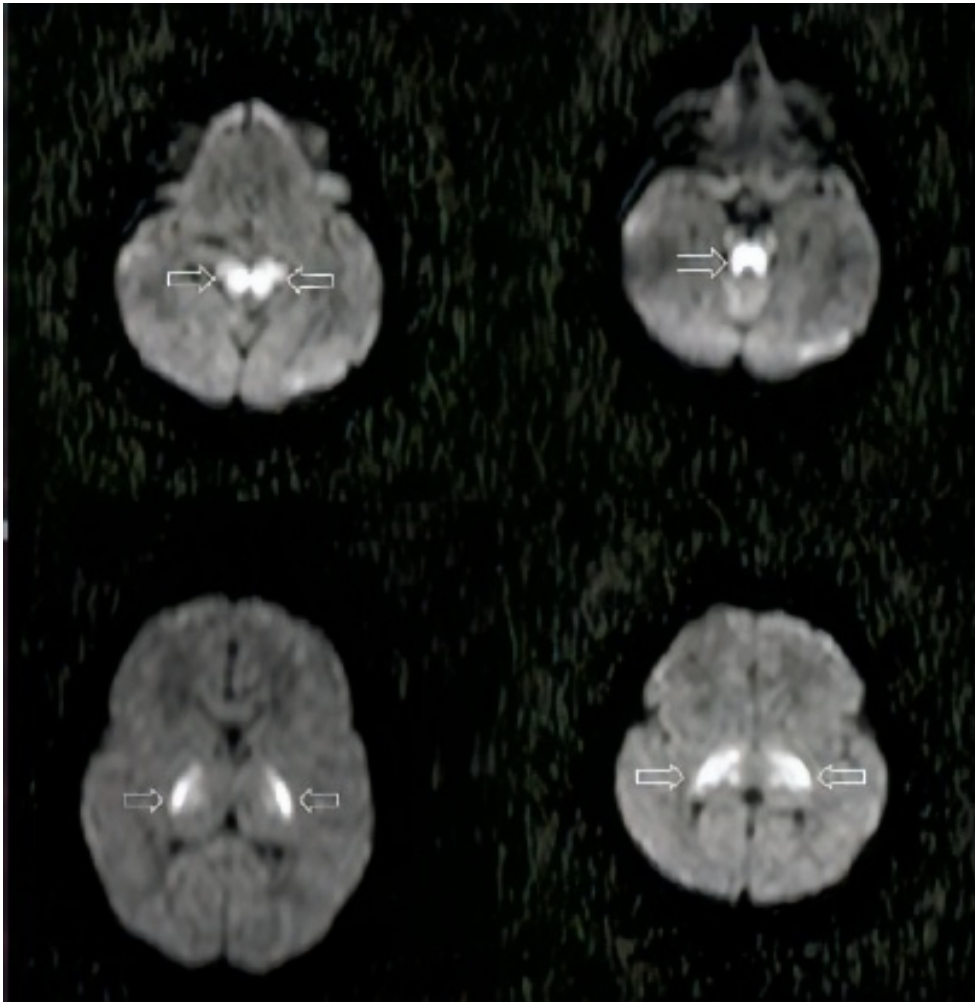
Imagens de RM demonstram restrição no estudo por difusão no mesencéfalo, ponte e tálamos.
